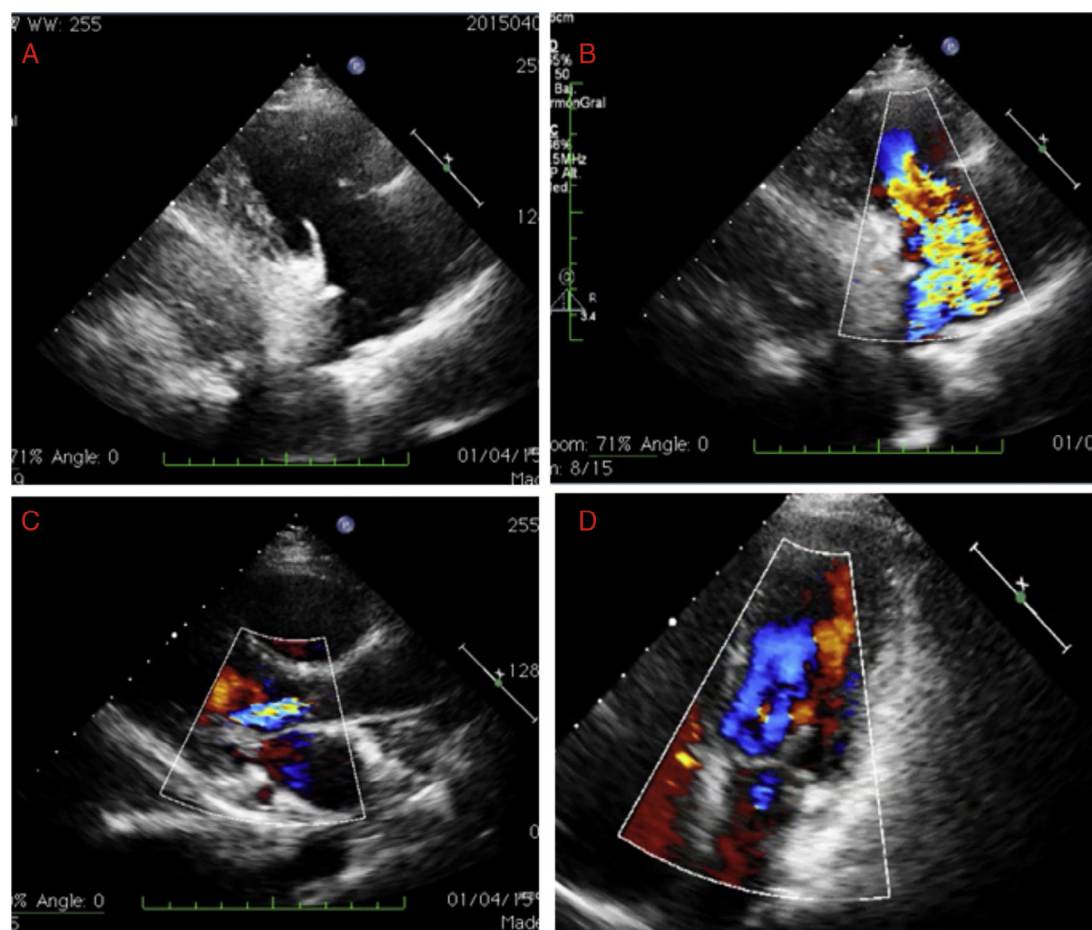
Ecocardiograma transtorácico. Figura 1A: en el plano paraesternal longitudinal de entrada cavidades derechas, se observa una válvula tricúspide con valvas engrosadas y rígidas que no coaptan. Figura 1B: en el estudio Doppler color se observa una insuficiencia tricúspide severa. Figura 1C: válvula aórtica engrosada y apertura en cúpula con estenosis moderada e insuficiencia ligera. Figura 1D: válvula mitral engrosada y también con apertura en cúpula e insuficiencia ligera.
